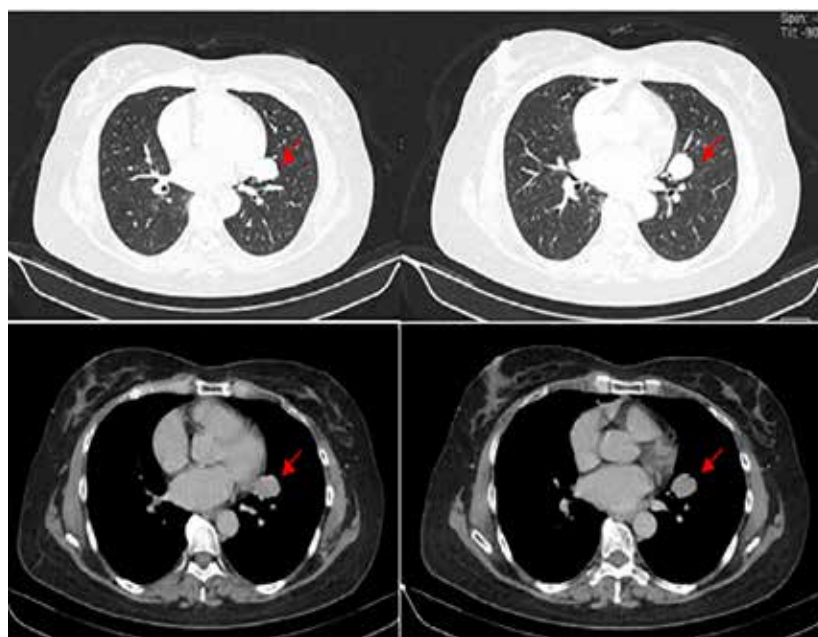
Tomografía Computada de alta resolución se muestran unos cortes axiales lesión nodular ovalada, homogénea de 26 mm, adyacente al hilio pulmonar izquierdo, borde bien definidos. Resto del parénquima pulmonar sin lesiones focales, estructuras adyacentes conservadas (flechas rojas).
